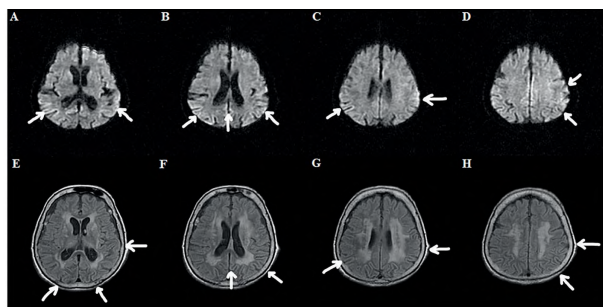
Результаты магнитно-резонансной томографии (МРТ) мозга пациентки. А, В, С, D – диффузионно-взвешенная МРТ показывает ограничение кортикальной диффузии в левой теменной, затылочной, височной долях и правой затылочной доле. Е, F, G, H – FLAIR-обследование показывает гиперинтенсивность в тех же областях (рисунок адаптирован автором из [103])
